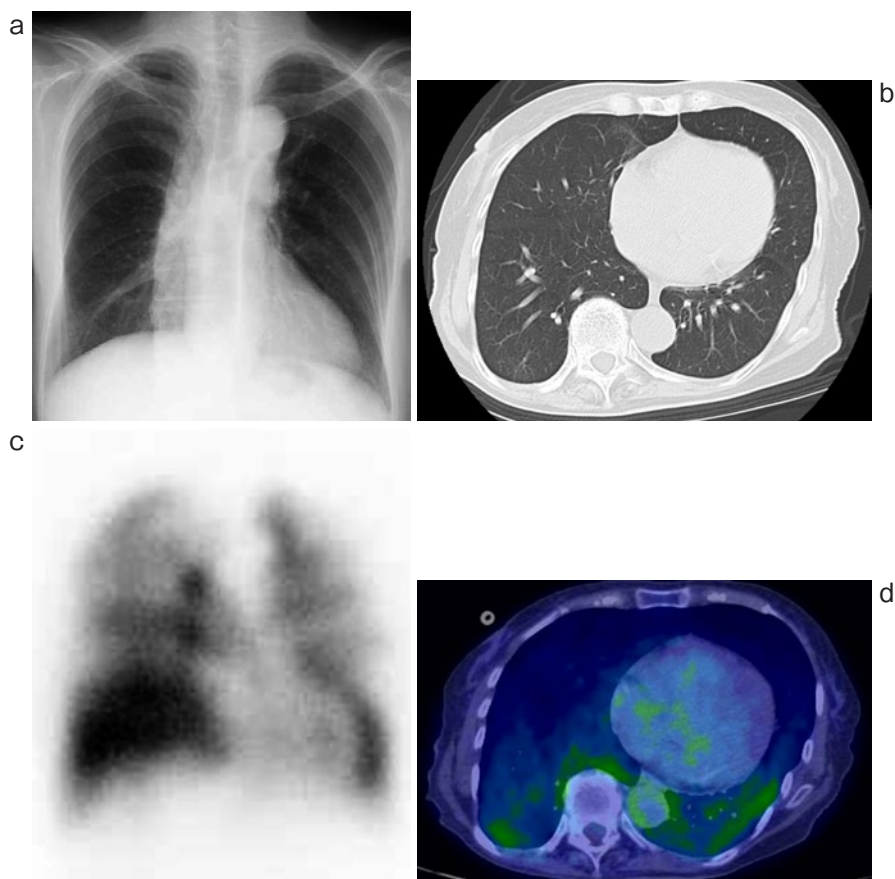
(a) 初診時胸部 X 線写真. 脊椎の側弯を認める以外, 異常は認めない. (b) 初診時胸部 CT 写真. 肺野・縦隔に異常を認めない. (c) 肺血流シンチグラフィ. 両肺に多発性の欠損を認める. (d) FDG-PET. 両側下葉背側に FDG の軽度集積を認める.
